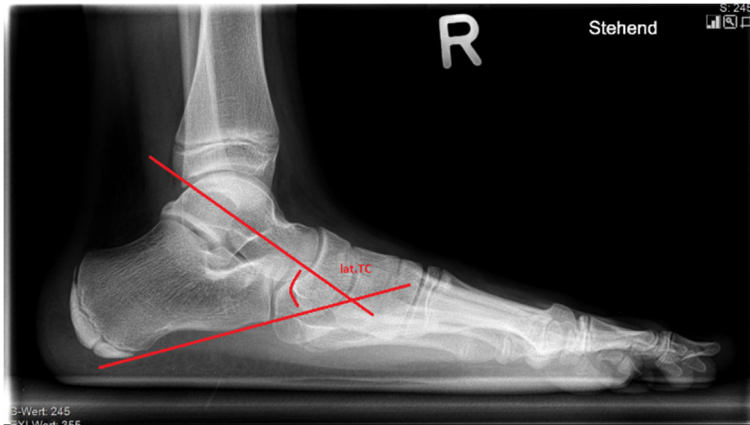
lateraler Talocalcaneärer Winkel (lat.TC = lateraler Talocalcaneärer Winkel): im seitlichen Röntgenbild im Stand (Bestand Universitätsklinikum Düsseldorf, genehmigte Nutzung von Univ.-Prof. Dr. med. Antoch)
